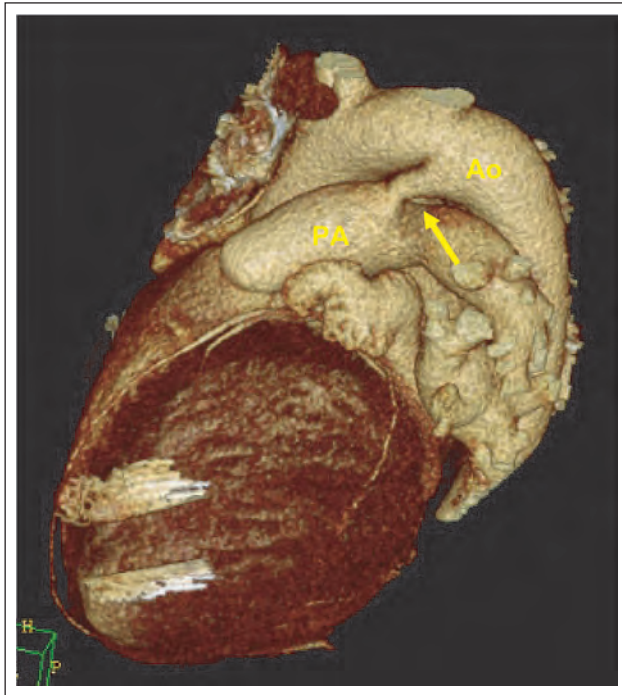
CT-PDA (Pfeil), PA: Pulmonalarterie, Ao: Aorta
